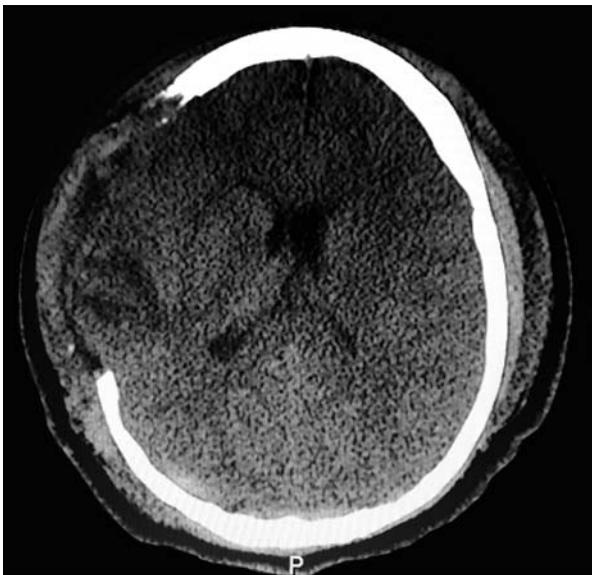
Tomografía axial computarizada de cerebro poscraniectomía descompresiva.
